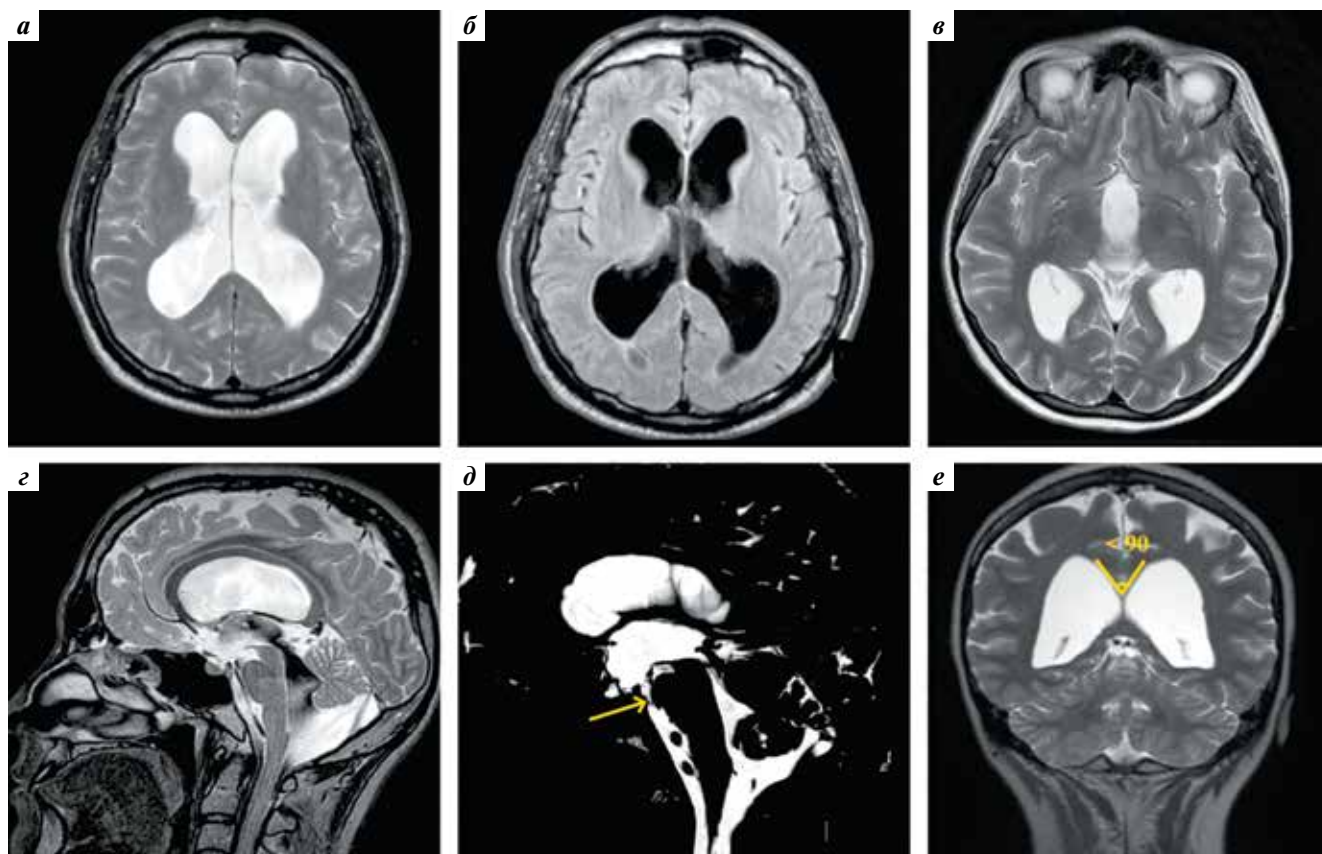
Гидроцефалия при обструкции цистерн задней черепной ямки (АНЗ). Расширены боковые и III желудочки (а–в), изменение сигнала перивентрикулярно отсутствует (а, б), конвекситальные субарахноидальные пространства прослеживаются (а, в, е). Сагиттальные томограммы демонстрируют проходимость ликворных путей на уровне водопровода мозга и на выходе из IV желудочка (з, д). Каудальные отделы водопровода мозга расширены сильнее ростральных (з, д). Субарахноидальные пространства задней черепной ямки не изменены или расширены (д). В режиме цистернографии между вентральной поверхностью ствола мозга и скатом визуализируется дополнительная мембрана (указано стрелкой) (д), большая затылочная цистерна увеличена. Угол мозолистого тела на уровне задней спайки острый (е)
